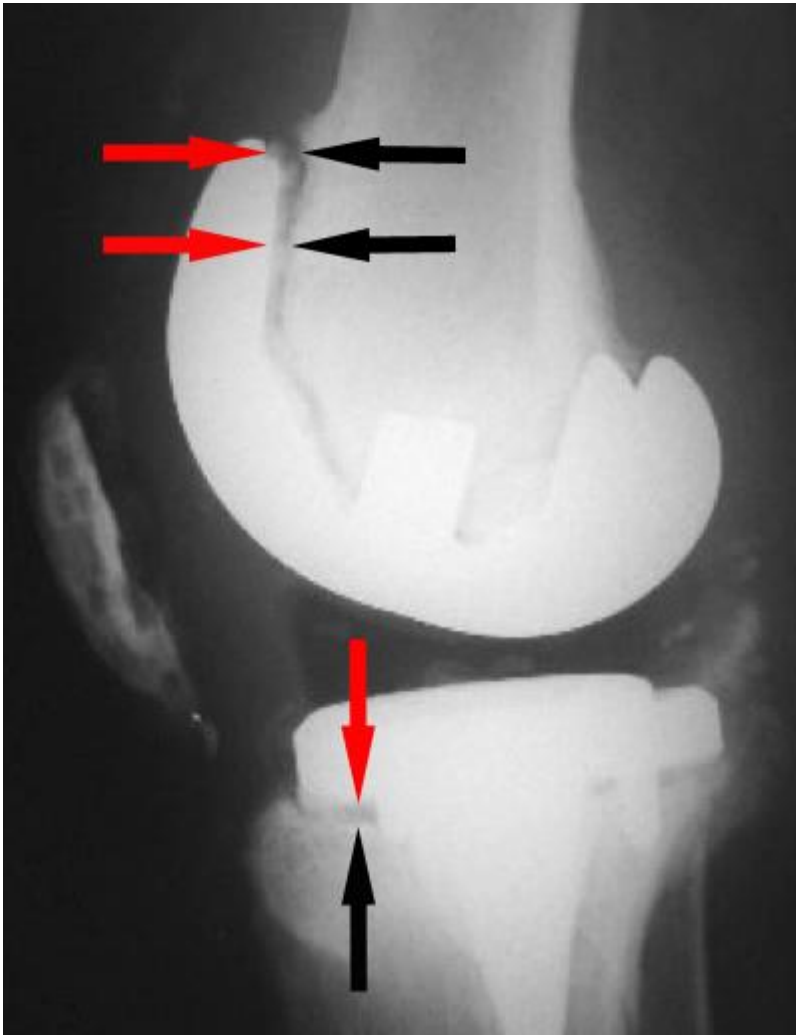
konventionelle Röntgenaufnahme eines Kniegelenkes seitlich bei einem Patienten mit chronischem Infekt. Rot/schwarze Pfeile zeigen die Lysezone um die Prothesenkomponente
